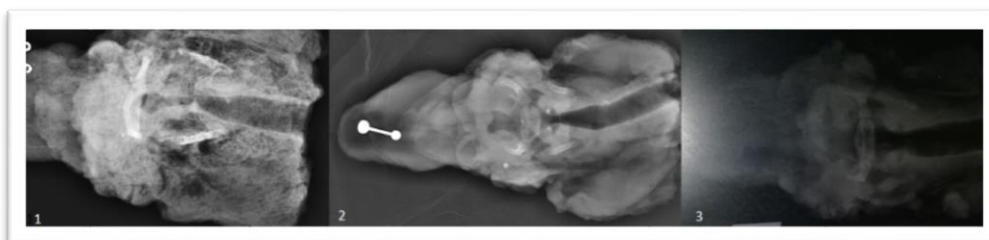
radiografía frente realizada con técnica estándar.
